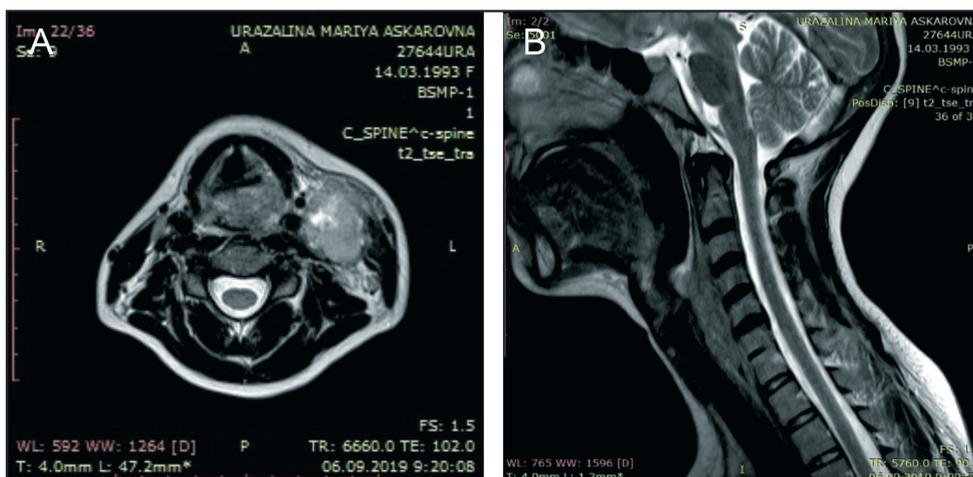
Магнитно-резонансная томограмма шеи в аксиальной (А) и сагиттальной (Б) проекциях: опухоль глотки с распространением на шейный отдел пищевода
